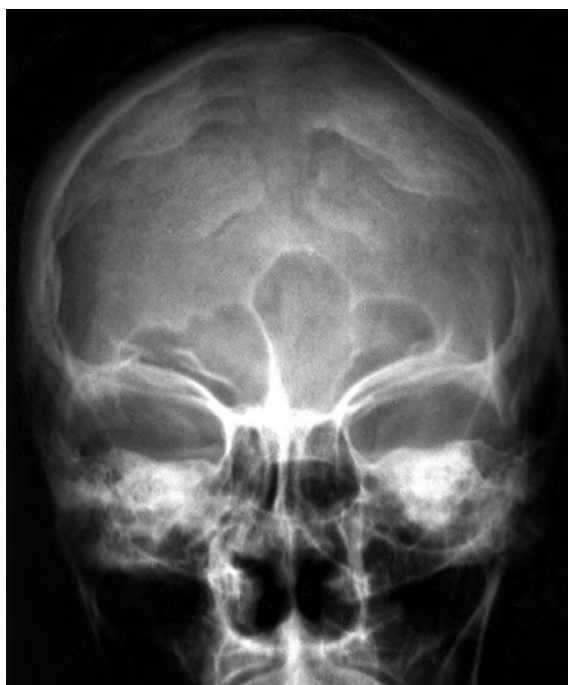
Imatge de la hiperostosi frontal interna en una radiografia.
